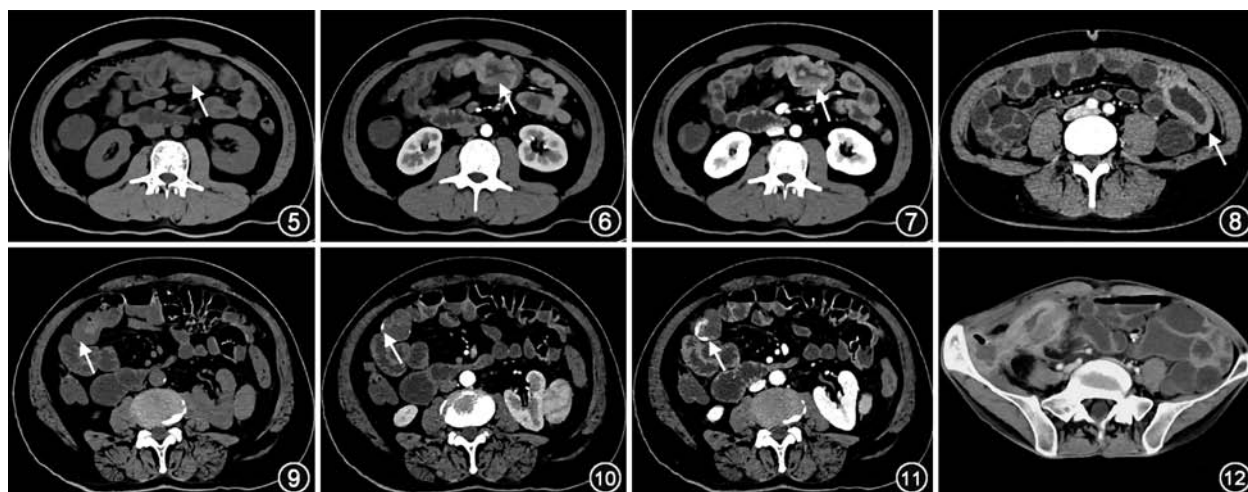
~7 小肠腺癌 CT 小肠造影(CTE)图像。平扫肠壁增厚呈软组织密度,肠腔狭窄(图 5 ↑);动脉期(图 6)及静脉期(图 7)示肠壁明显不均匀强化(↑) 图 8 小肠淋巴瘤 CTE 图像。图示肠壁均匀显著增厚并伴管腔动脉瘤样扩张(↑) 图 9~11 小肠出血 CTE 图像。平扫肠腔内未见明显异常密度(图 9 ↑);动脉期可见肠腔局灶性高密度区,提示对比剂外渗(图 10 ↑);静脉期肠腔内高密度区范围增大,提示对比剂流入,可定位出血点(图 11 ↑) 图 12 腹腔脓肿 CTE 图像。右侧盆壁局限性液体密度包块,边缘可见厚壁环状强化,内见脓液及低密度气体
